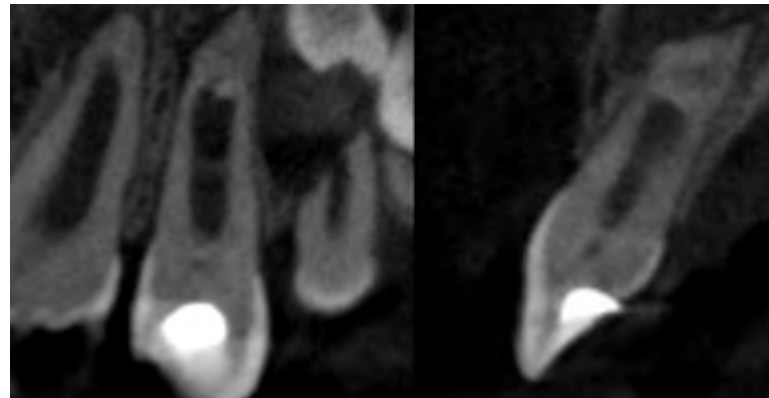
Imágenes del CBCT 18 meses después de la revascularización.
